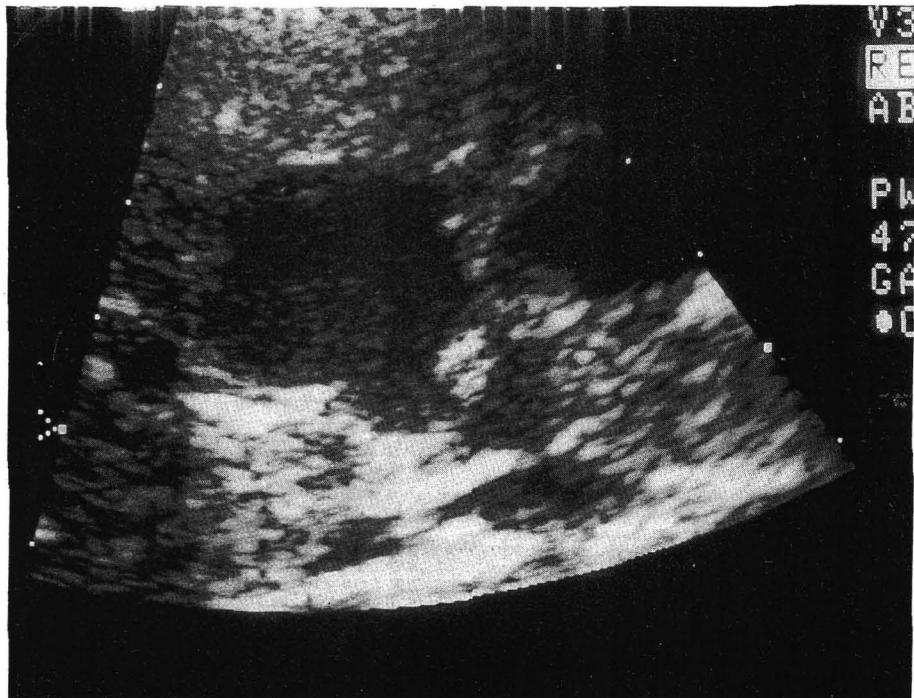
Ultrasonogram of gallbladder showing two discrete chambers that have no communication: Low-echogenic sludge is seen in the right sided chamber.
